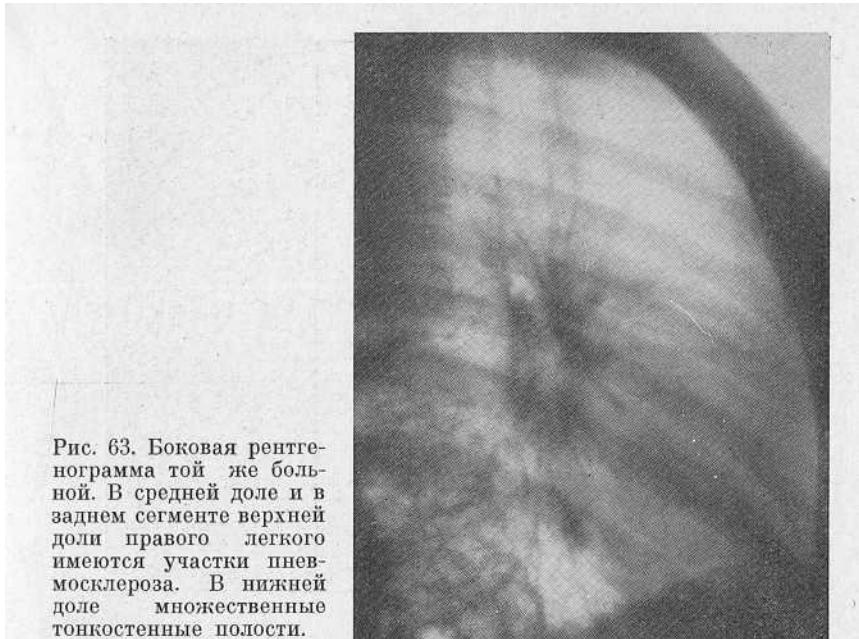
Боковая рентгенограмма той же больной. В средней доле и в заднем сегменте верхней доли правого легкого имеются участки пневмосклероза. В нижней доле множественные тонкостенные полости.
